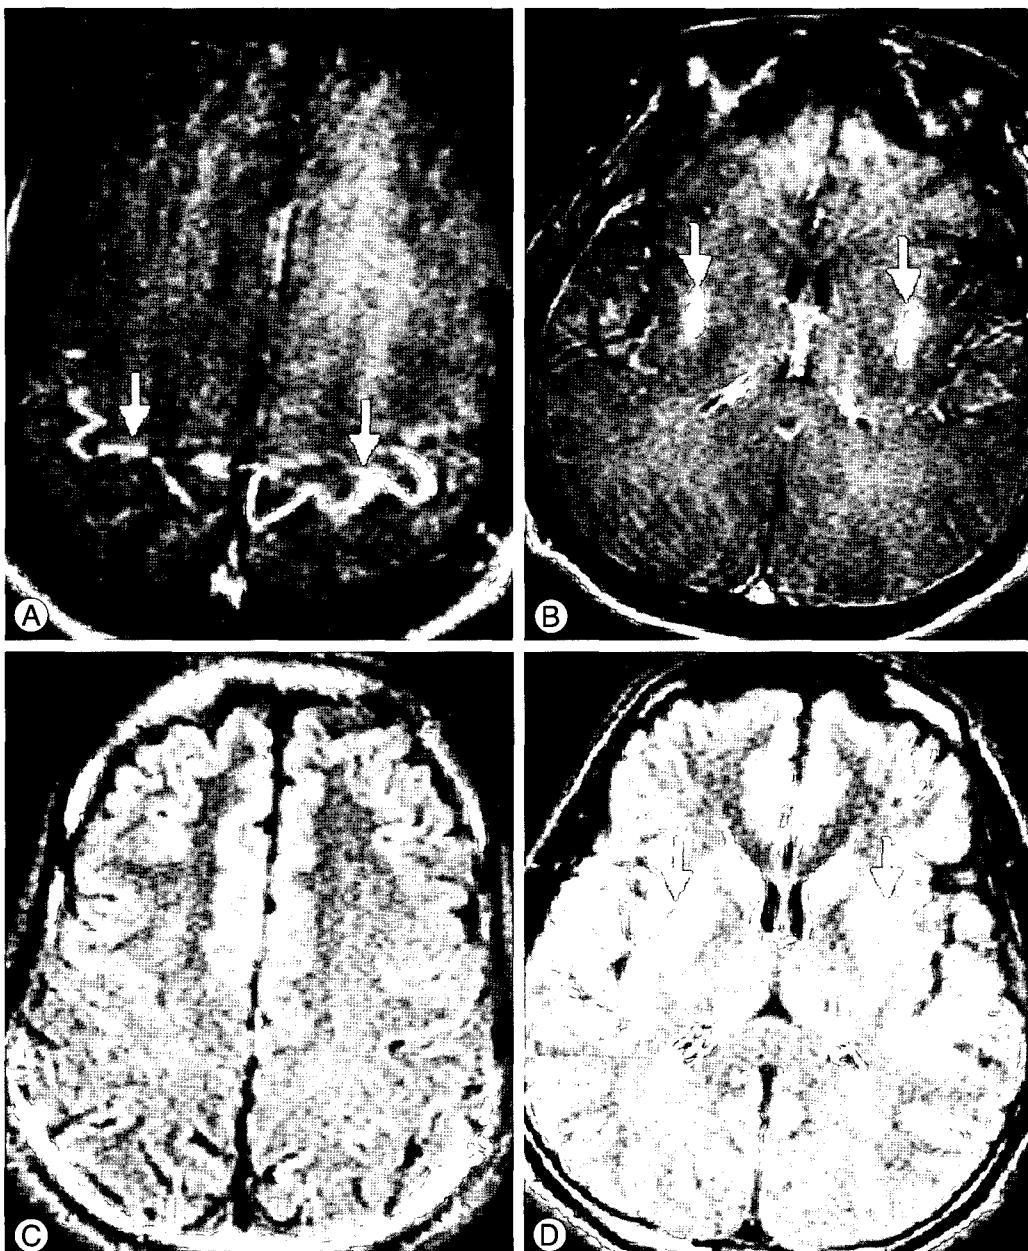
Initial MR images of case 1. (A) and (B) Fat-suppressed enhanced axial T1-weighted (TR/TE, 525/20 ms) image at the level of motor cortex and basal ganglia. Thick linear contrast enhancement is seen along the motor cortex, both sides. Strong contrast enhancement is seen in the posterolateral aspect of putamen, both sides (arrows). (C) and (D) Axial fluid-attenuated inversion recovery (TR/TE, 10000/160 ms) image at the level of motor cortex and basal ganglia. No remarkable signal change is seen along the motor cortex, both sides. Mildly increased signal is seen in the outer portion of putamen, both sides (arrows)
